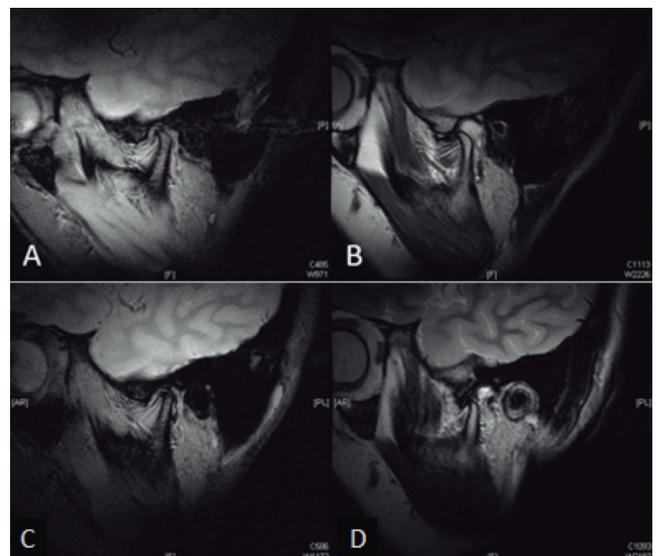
RMN correspondiente a ATM izquierda. A. Imagen precirugía con boca cerrada. B. Imagen precirugía con boca abierta. C. Imagen 1 año postcirugía con boca cerrada. D. Imagen 1 año postcirugía con boca abierta.
